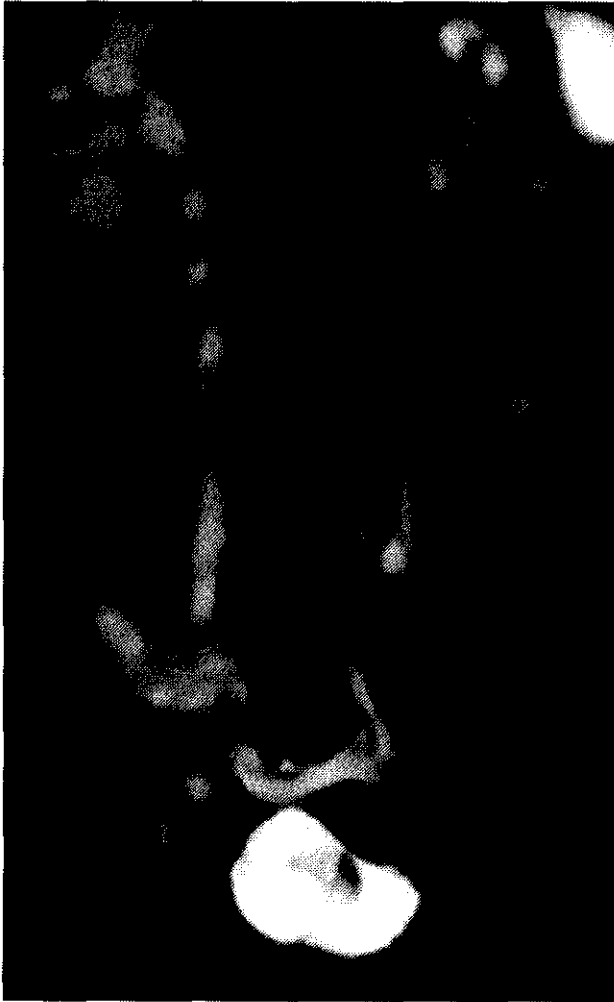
RM-urografía. Paciente de mediana edad alérgico a contrastes yodados que se benefició de la realización de esta técnica para estudio de uropatía obstructiva.
